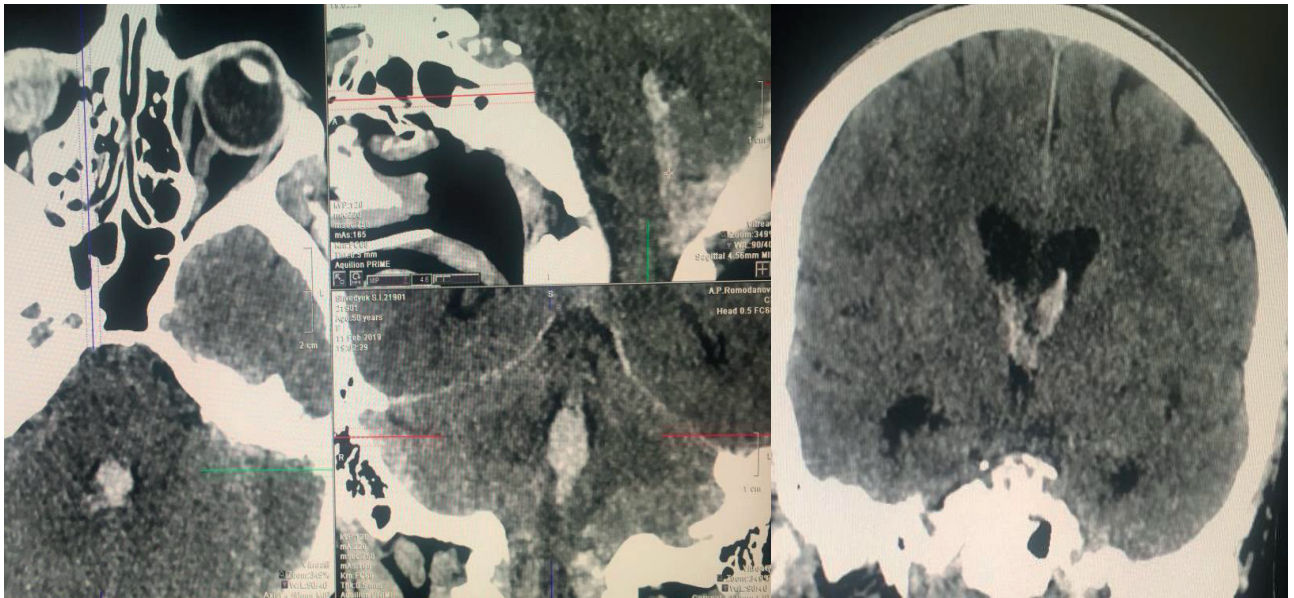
МСКТ головного мозку при госпіталізації хворої: ознаки субарахноїдального крововиливу з проривом крові у шлуночкову систему головного мозку, гемотампонадою III і IV шлуночка, внутрішня оклюзійна гідроцефалія
